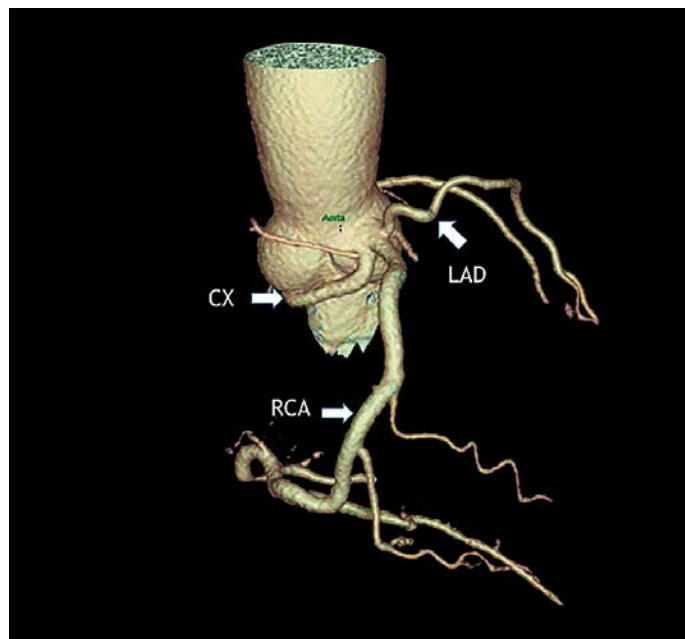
МСКТ коронарных артерий с VRT-реконструкцией: аномальное отхождение передней нисходящей (LAD) и огибающей (CX) артерий от правого коронарного синуса; нормальное отхождение и расположение правой коронарной артерии (RCA).
